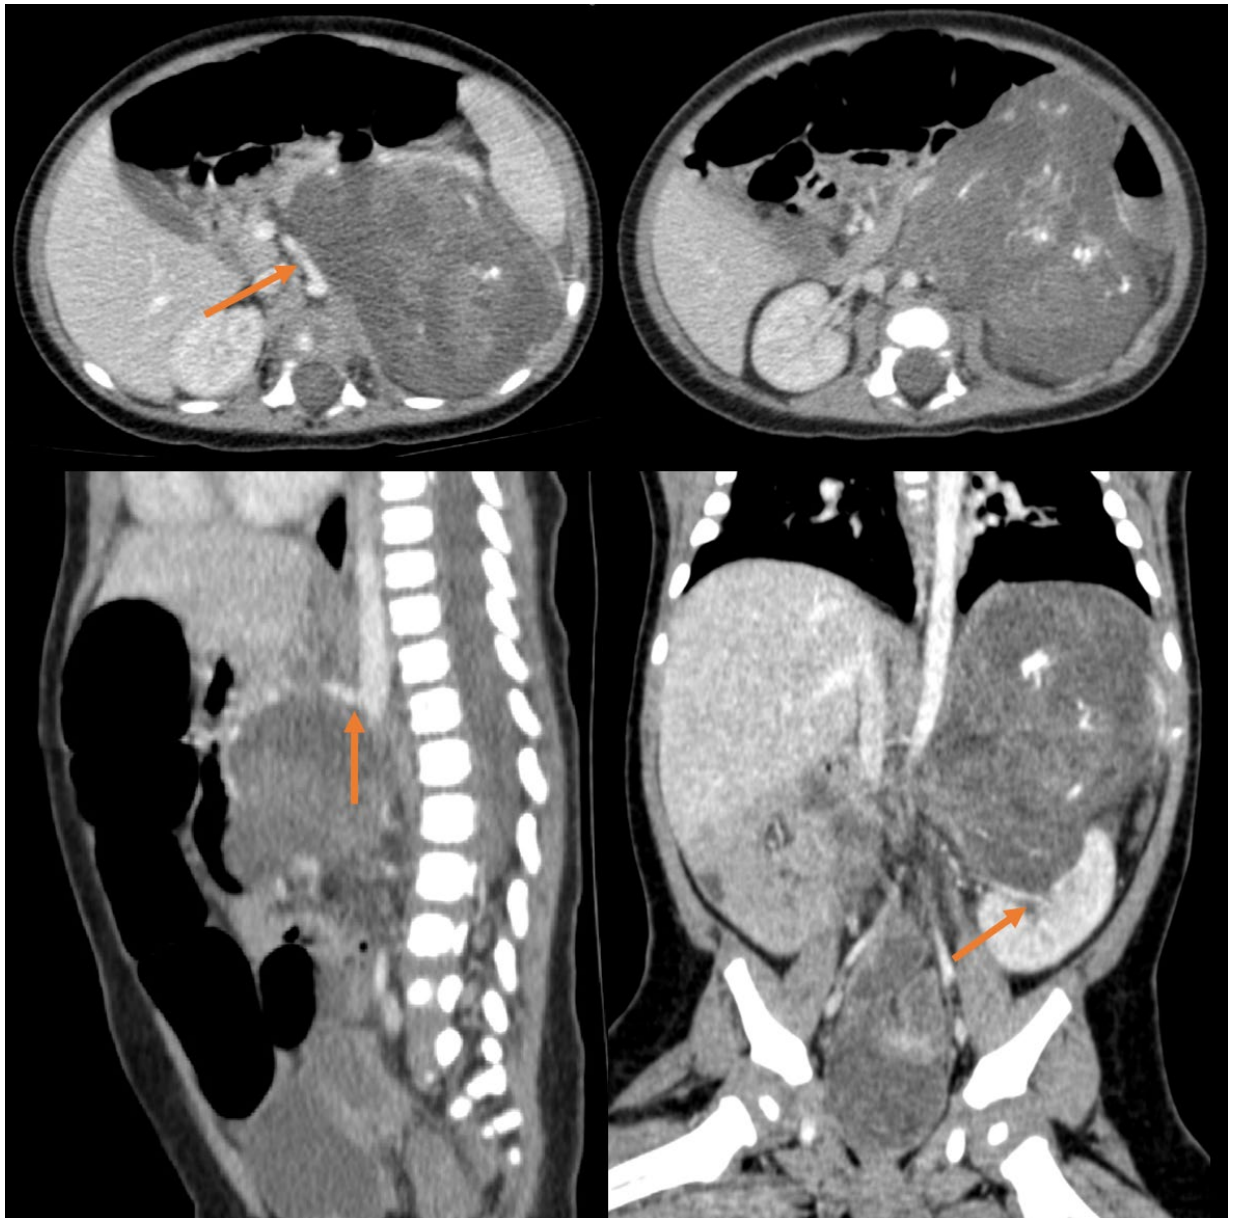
Первичная компьютерная томография органов брюшной полости с внутривенным контрастированием от 23.09.2020, картина объёмного образования забрюшинного пространства слева: *a* — аксиальная плоскость, стрелкой указано смещение верхней брыжеечной артерии вправо; *b* — аксиальная плоскость; *c* — сагиттальная плоскость, стрелкой указано смещение чревного ствола вверх; *d* — корональная плоскость, стрелкой указано распространение опухоли в почечный синус
